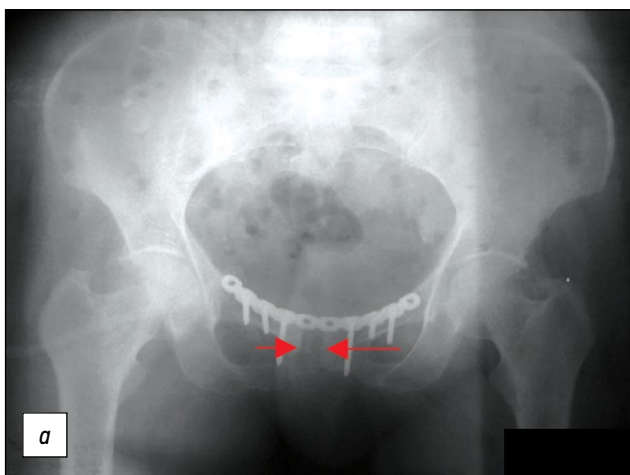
Рентгенограммы пациентки Д. после операции. *a* — переднезадняя проекция (резекция лобкового симфиза, металлодез переднего полукольца таза пластиной), *b* — краниальная проекция.
